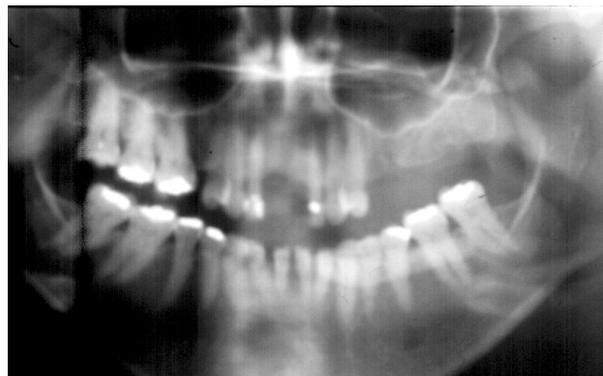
Radiografia panorâmica, mostrando imagem radiopaca superposta que se estende do incisivo central inferior esquerdo ao segundo molar inferior ipsilateral.
